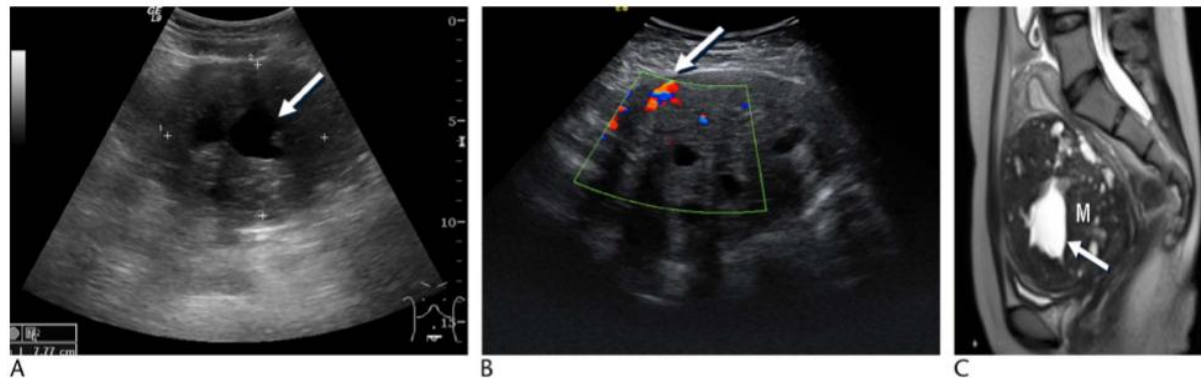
Léiomyome dégénératif chez une femme de 31 ans. A. L'échographie transabdominale montre une grande masse échogène hétérogène au sein d'une modification kystique interne ou d'une nécrose (flèche). B, l'échographie Doppler montre une augmentation suspecte de la vascularisation intralésionnelle (flèche). C, l'IRM sagittale pondérée en T2 montre une grande masse hétérogène (M) avec un changement kystique central à haute intensité de signal (flèche). [145]
